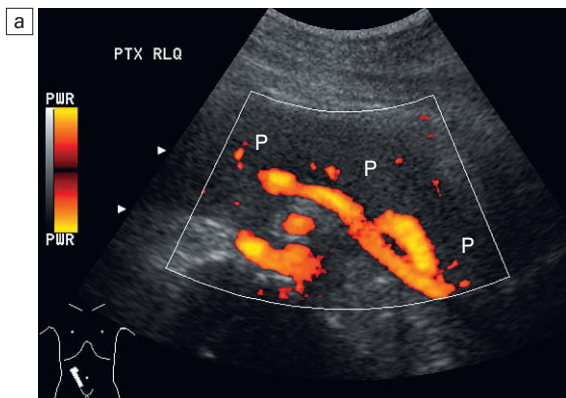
Imagen de Doppler de energía de un trasplante de páncreas (P). a) El pedículo vascular hacia el páncreas trasplantado es un rasgo prominente que ayuda a diferenciarlo de las asas intestinales circundantes. b) Ajustando los parámetros para velocidades más lentas se pueden demostrar ramificaciones vasculares dentro del trasplante pancreático. Esto puede resultar difícil si hay un peristaltismo marcado en las asas de intestino delgado adyacentes. c) Si se dispone de una buena ventana ecográfica, una reconstrucción tridimensional del pedículo vascular (flecha) puede ofrecer información sobre su integridad.
